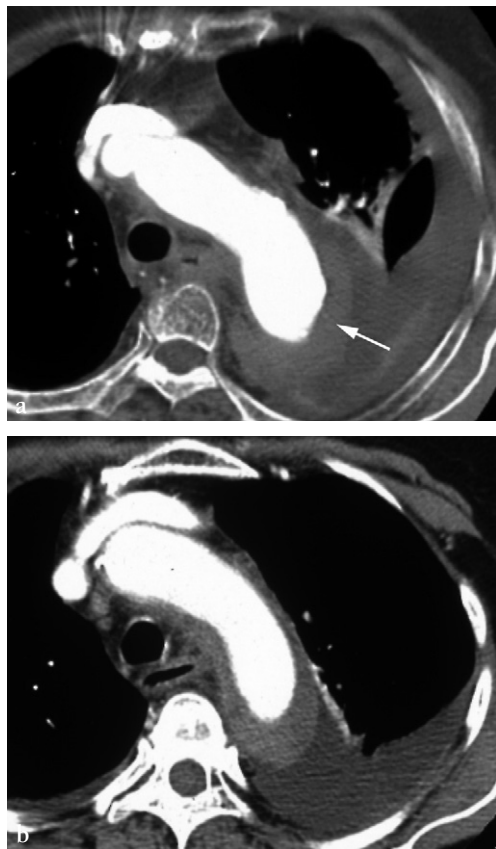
a. Coupes TDM axiales passant par l'aorte horizontale montrant un hématome intramural de l'aorte descendante proximale (flèche) compliqué d'hémothorax. b. À ne pas confondre avec un hématome intramural associé à une pleurésie réactionnelle. La densité du liquide pleural est un élément déterminant.
